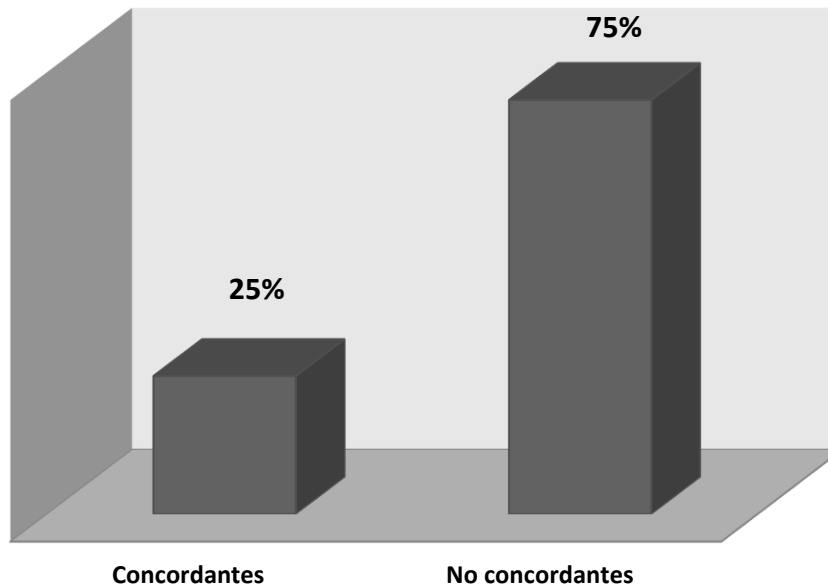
Concordancia entre los diagnósticos USG e histopatológico en mujeres con enfermedades endometriales en el Hospital de la Mujer 2015-2016. La unidad de medición es N° de pacientes que coinciden entre ambos diagnósticos.
